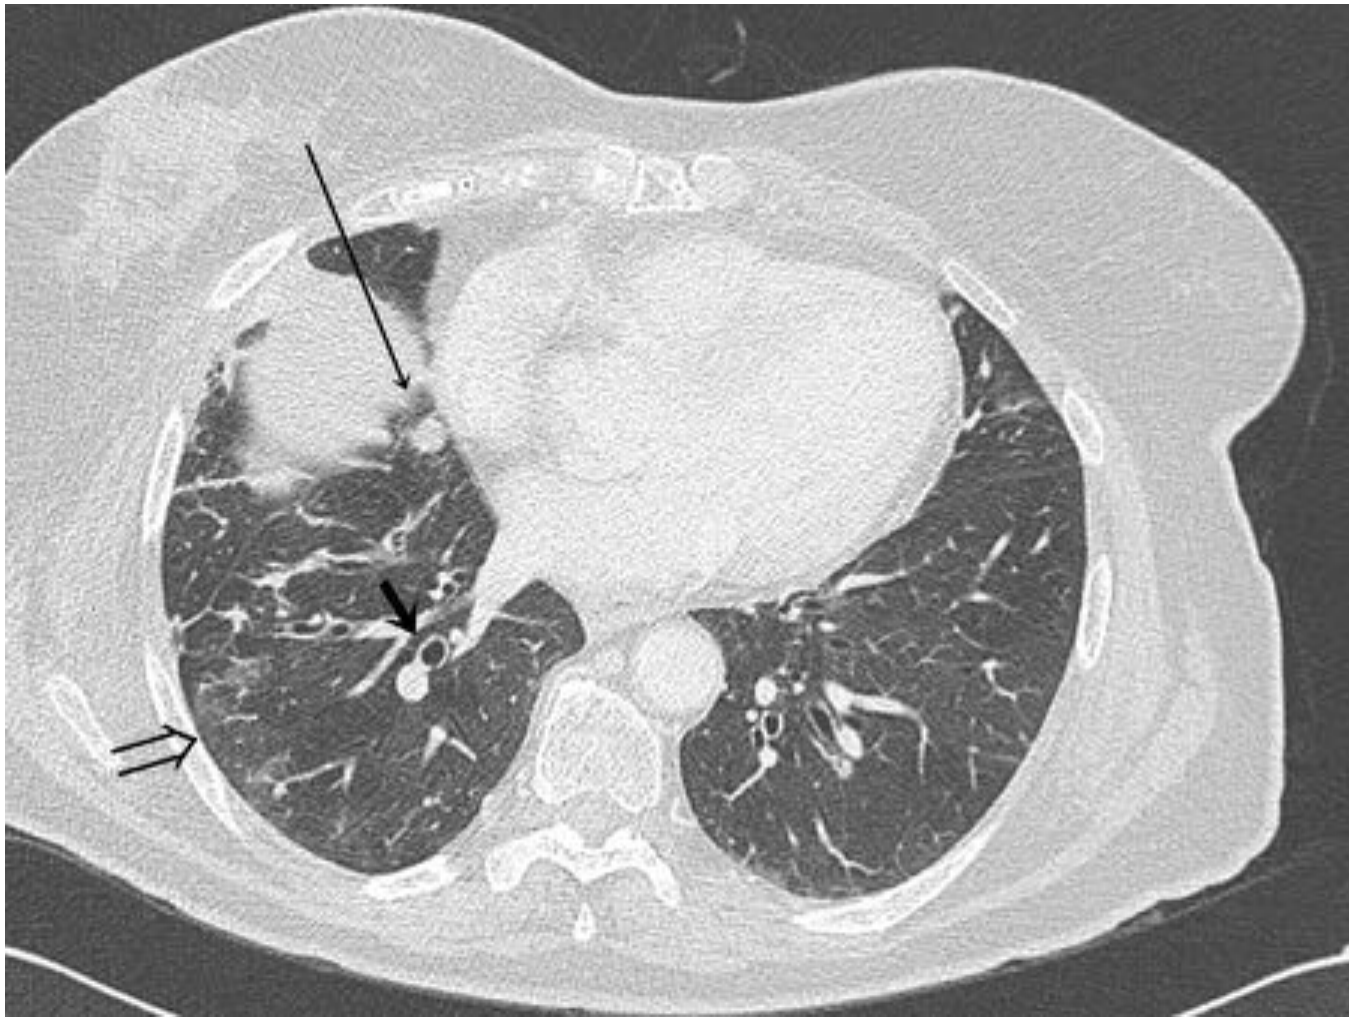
Radiografía PA de tórax y cortes axiales de TC de tórax con venta de pulmón. Múltiples nódulos pulmonares bilaterales en imágenes de TC (flechas), sin correlación en la radiografía de tórax.
